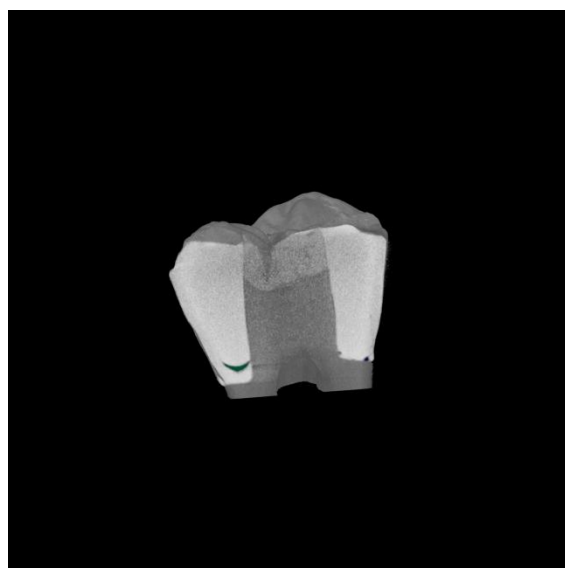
40 Immagini ottenute mediante μ -CT. Ricostruzioni 3D del campione BT2.
